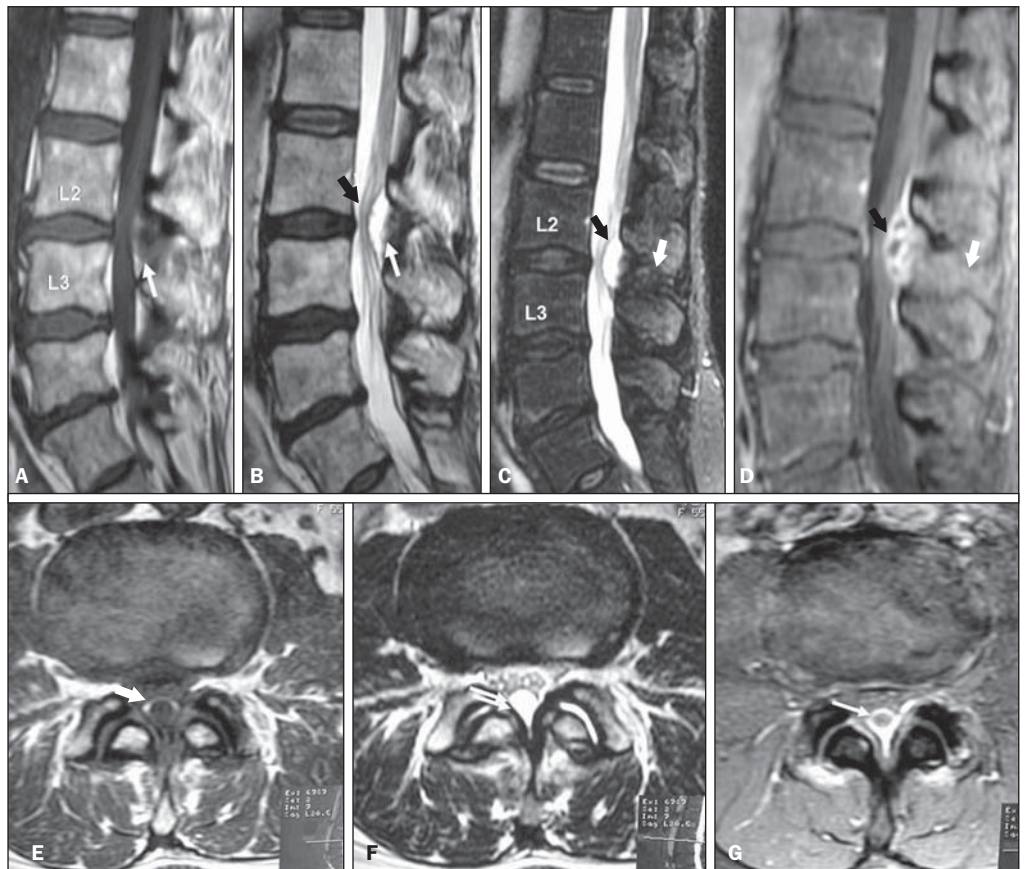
Cisto de ligamento amarelo. Paciente do sexo feminino, 55 anos de idade, com sinais de estenose do canal vertebral. RM no plano sagital mostra formação cística (seta branca) com contornos lobulados que desloca anteriormente as raízes da cauda equina (seta preta), com sinal intermediário em T1 (A), hipersinal em T2 (B,C) e apresentando captação heterogênea pelo gadolínio (D) (setas pretas). O ligamento interespinhoso em L2/L3 (setas brancas em C e D) está normal, sem sinais de bursite, edema ou realce pós-contraste. RM no plano axial T1 (E), T2 (F) e T1 pós-contraste com saturação de gordura (G). O cisto (setas) localiza-se na linha média e determina acentuada compressão do saco dural.
